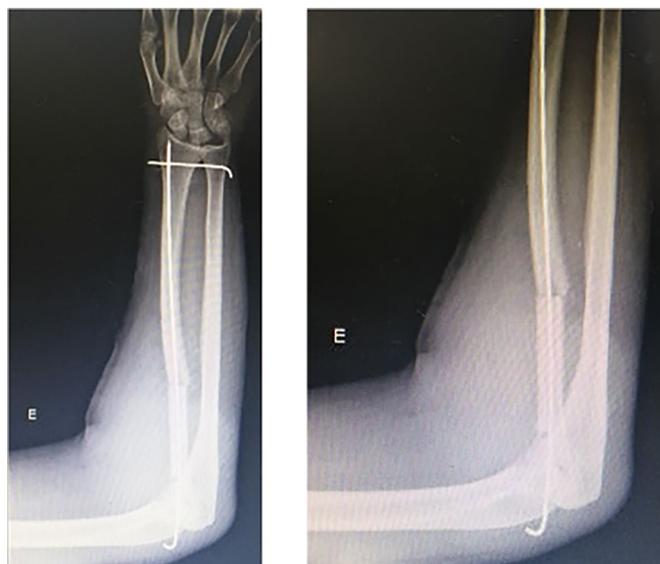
Radiografia de controle no 14º pós-operatório. Retalho ósseo mantém posicionamento adequado.
